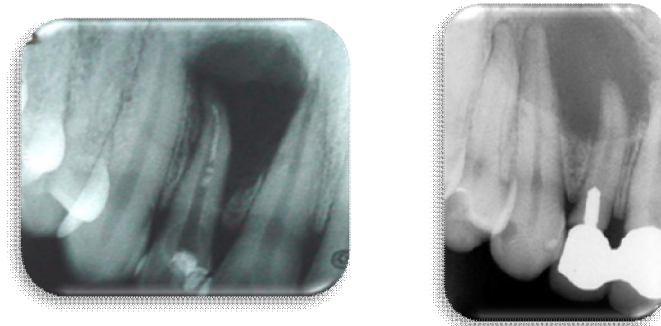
5 Crecimiento de quiste periapical en la que la causa probable sea un mal tratamiento de conductos sin obturación con gutapercha.
